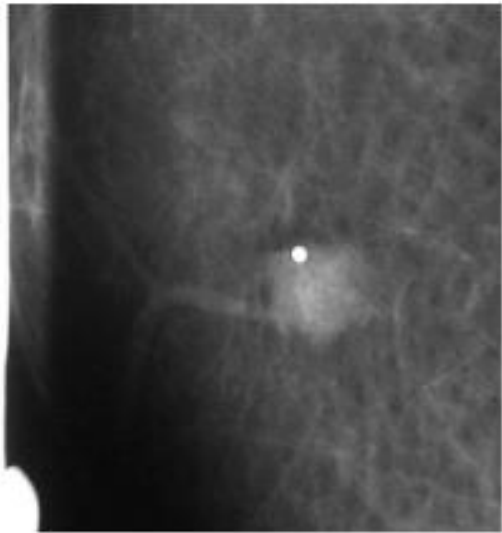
Mantle cell lymphoma in a 51-year-old man with dyspnea due to pleural effusion. Bilateral breast masses were found at admission; CT showed mediastinal, retroperitoneal, and pelvic masses. (a) Mammograms show bilateral circumscribed, oval or lobular, high-density masses. (b) Longitudinal US image shows one of the hypoechoic, circumscribed, microlobulated masses.
